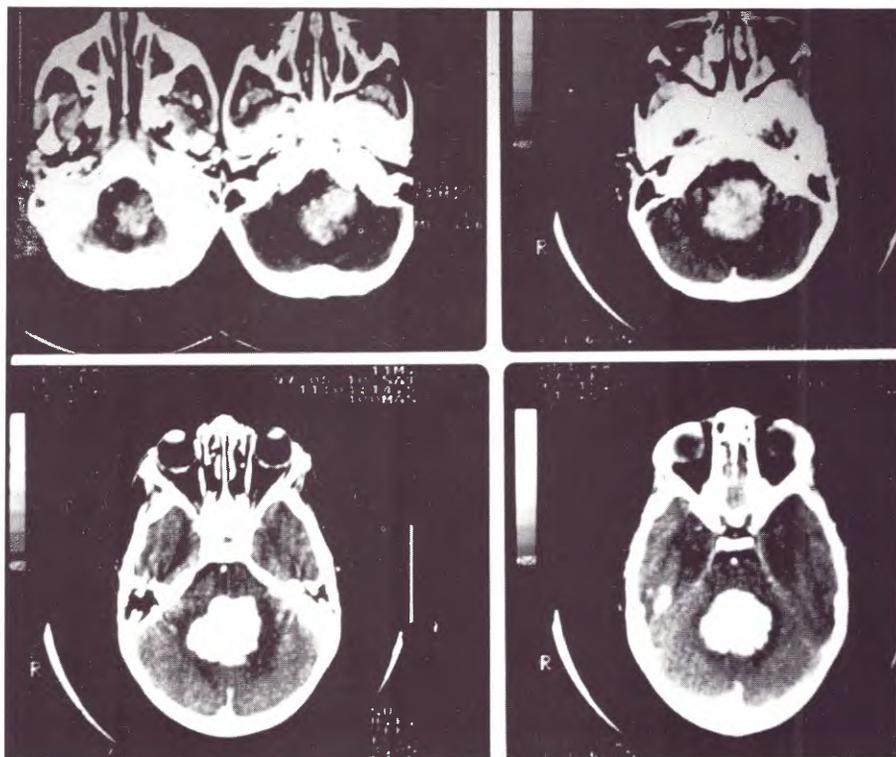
TAC con contraste: marcado y homogéneo realce post. C.E.
